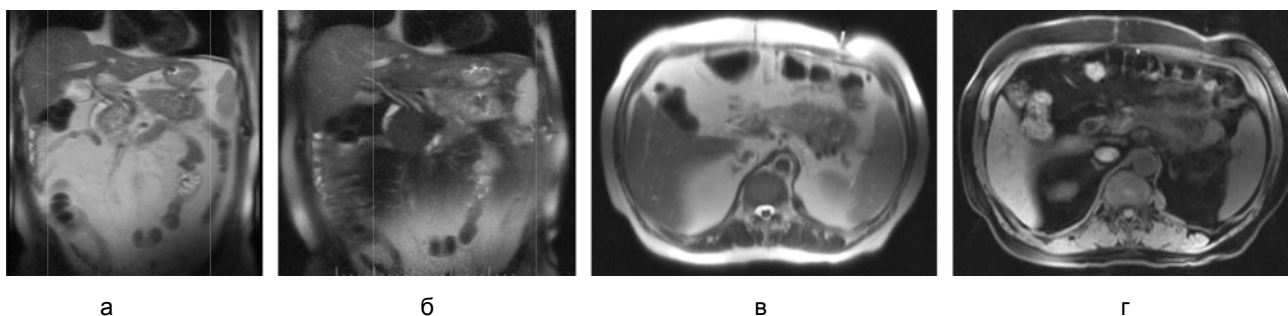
МРТ пациента 65 лет, 10-е сутки после лапаротомии и дренирования брюшной полости, 16-е сутки после приступа острого панкреатита:
